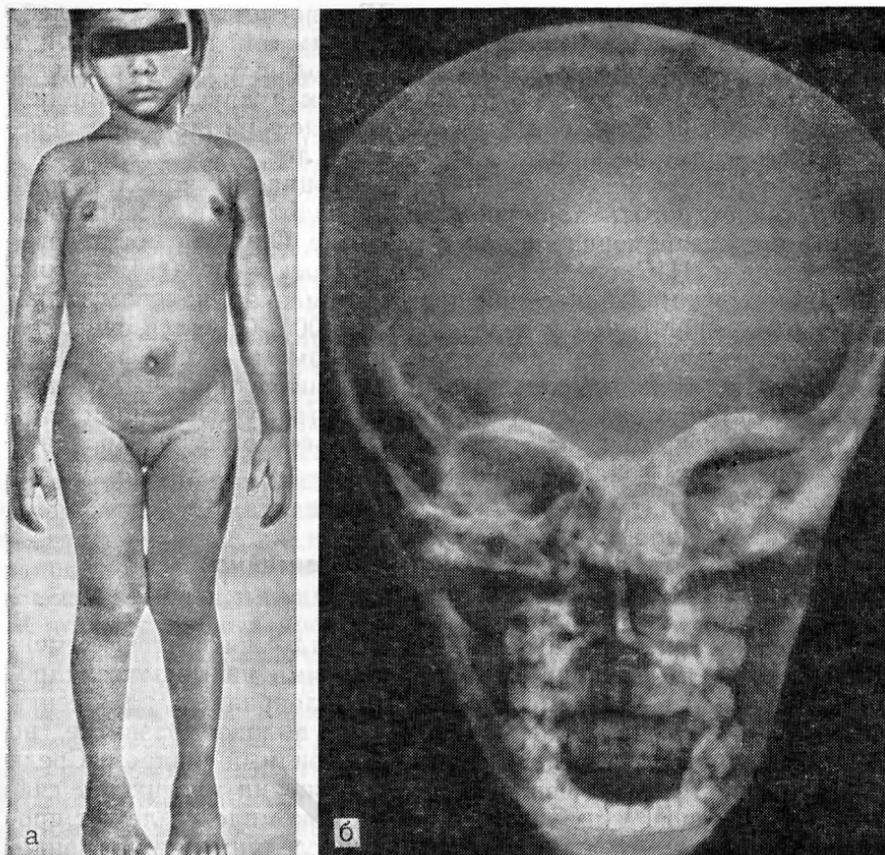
Фотография и рентгенограмма черепа девочки в возрасте 4½ лет с преждевременным половым развитием, сочетающимся с полистной фиброзной дисплазией (синдром Мак-Кюна—Олбрайта).
